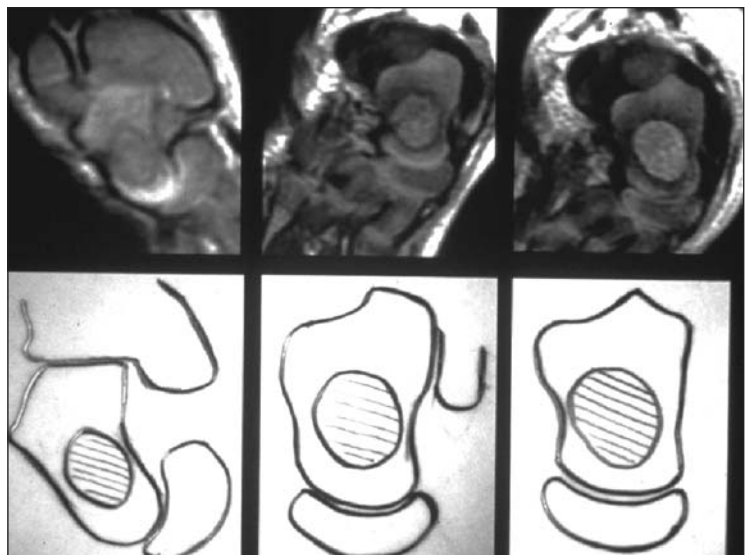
Serie de resonancias magnéticas tomadas con dos semanas entre yesos.
